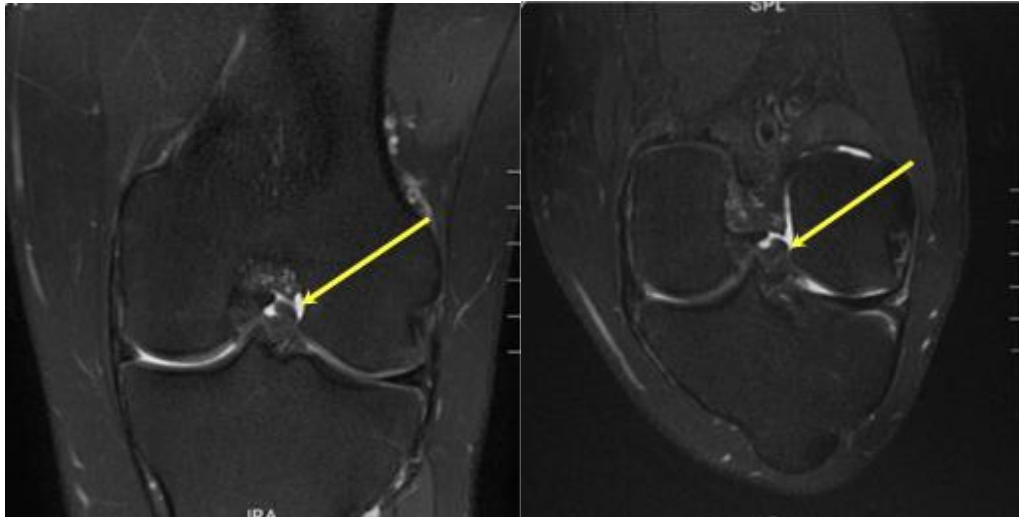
IMAGEM. RM demonstra ruptura cruzado anterior, com descontinuidade de fibras e retração distal
